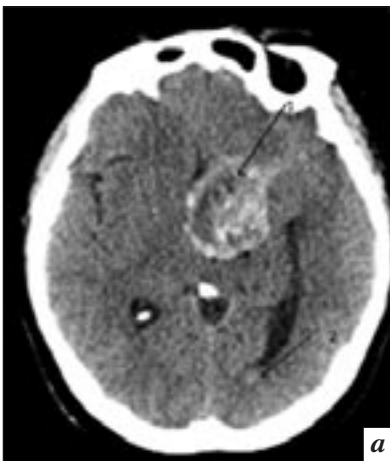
Мультиспиральные компьютерные томограммы женщины 40 лет, 3-и сут после удаления гигантской аденомы гипофиза: *a* – МСКТ головного мозга, определяется внутримозговая гематома (1), геморрагическое содержимое в заднем роге бокового желудочка (2); *б* – МСКТ органов грудной полости, определяется пневмония S10 справа (стрелка), двусторонний гидроторакс.
